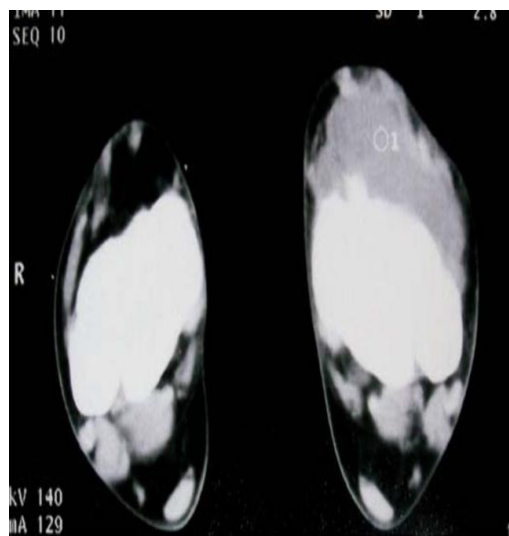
TDM montrant la lésion de la cheville
